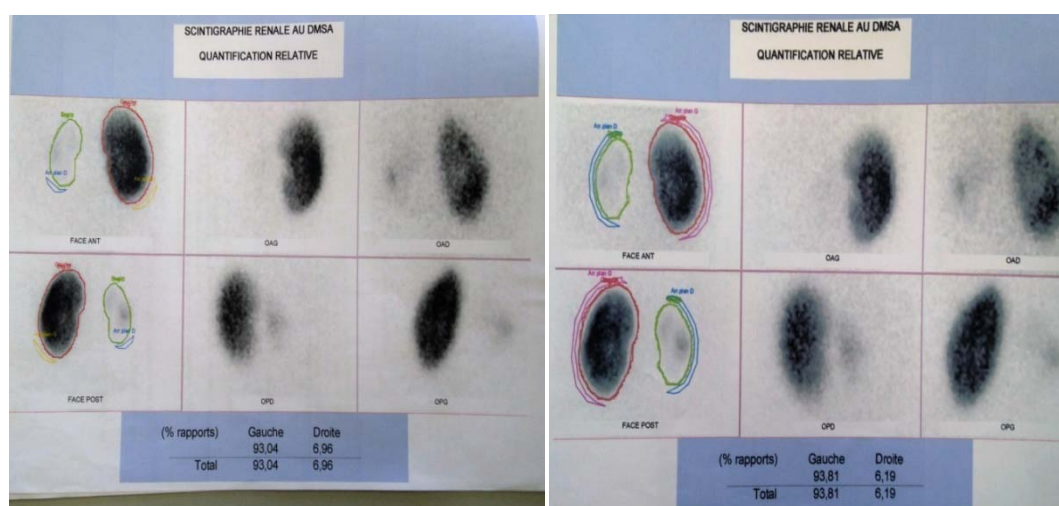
Aspect scintigraphique en faveur d'un rein droit de captation très faible et hétérogène (reindétruit) qui assure que 6 % de la fonction rénale globale.
